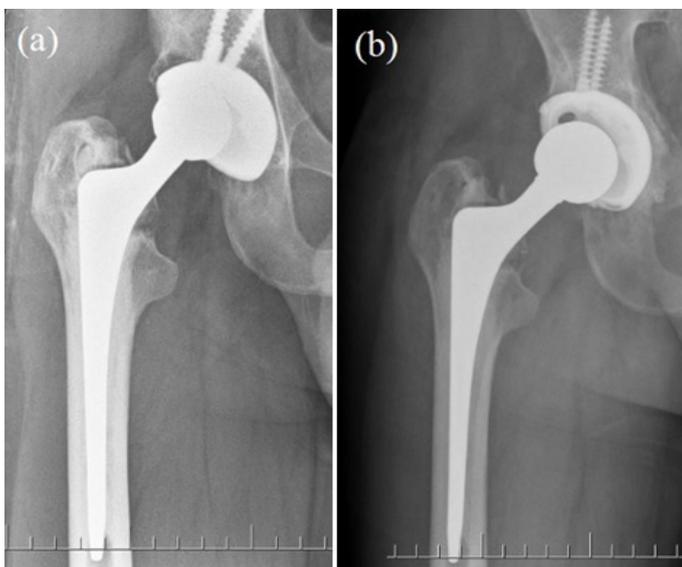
a-b: Pre-operative and one year post-operative radiographs of a 39 years old male patient that non-constrained component is used. Six patients (three from each group) underwent two-staged surgery. We determined infection in these patients, extracted infected implants, debrided infected tissues and filled spaces with a spacer. After six weeks the sedimentation and CRP values returned to normal, we performed second stage surgery and implanted new prosthesis. Defects were covered
